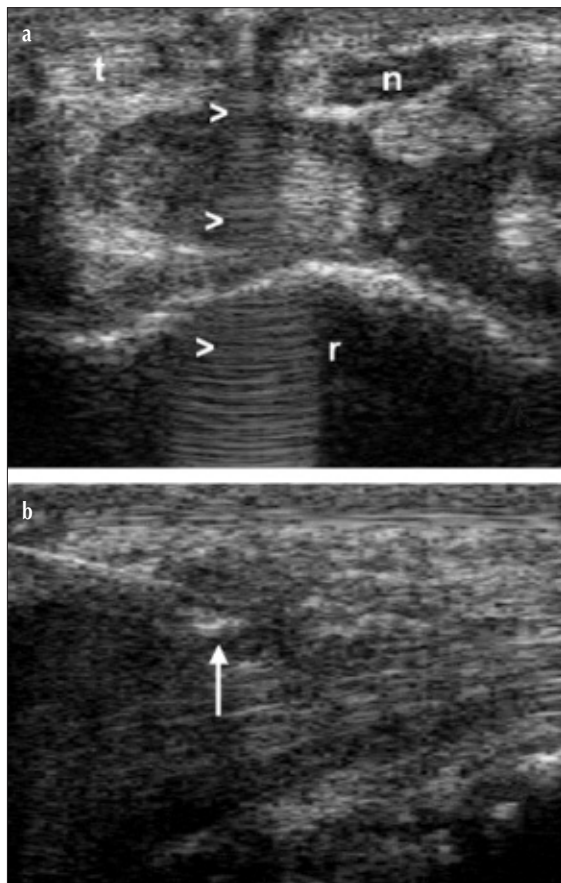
Stesso caso della figura precedente. a) Scansione trasversale volare. Il posizionamento di un filo metallico posto tra la sonda e la superficie cutanea, genera un riverbero acustico (>) che consente di identificare con precisione il miglior punto di ingresso dell'ago. b) L'immagine ecografica ottenuta in scansione longitudinale volare mostra il corretto posizionamento della punta dell'ago (freccia) all'interno della guaina tendinea dei flessori delle dita. n = nervo mediano; t = tendine del flessore radiale del carpo; r = radio.
